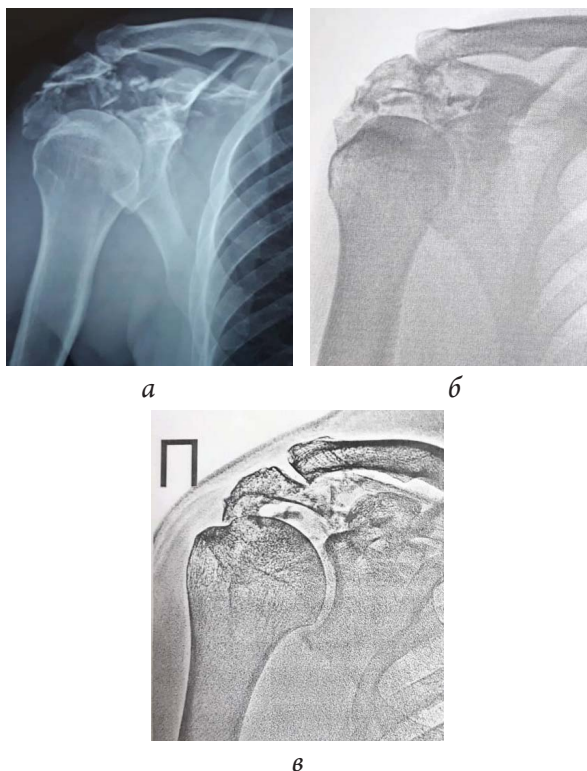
Рентгенограммы плечевого сустава пациента К. на 4-е (а), 25-е (б) и 59-е (в) сут после получения травмы
